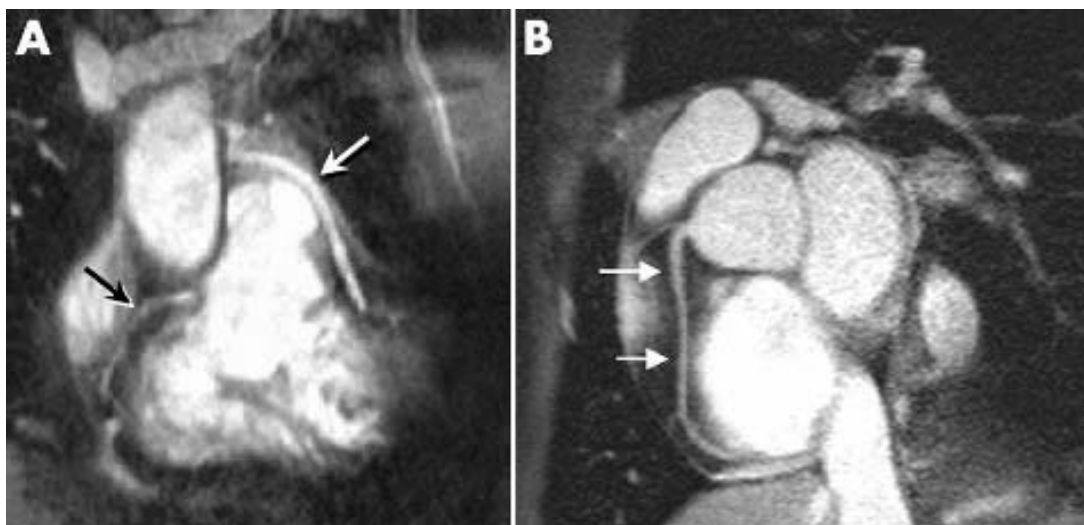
Koronarangiographie mit MRT (1.5 T). In Bild A sieht man die rechte Koronararterie (schwarzer Pfeil) und einen venösen Koronar-Bypass (weißer Pfeil) zum LAD der linken Koronararterie. Im Gegensatz dazu zeigt Bild B die rechte Koronararterie (weiße Pfeile) eines gesunden Probanden. (nach Schuijff et al)
